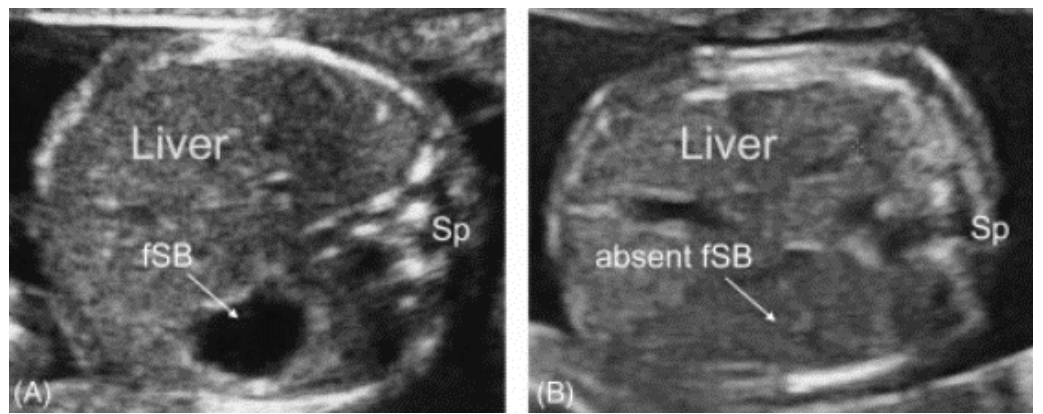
Fetale Sonographie bei zwei unterschiedlichen Patienten mit Darstellung der vorhandenen (A) und fehlenden (B) Magenblase (fSB=fetale Magenblase, Sp=Wirbelsäule)
